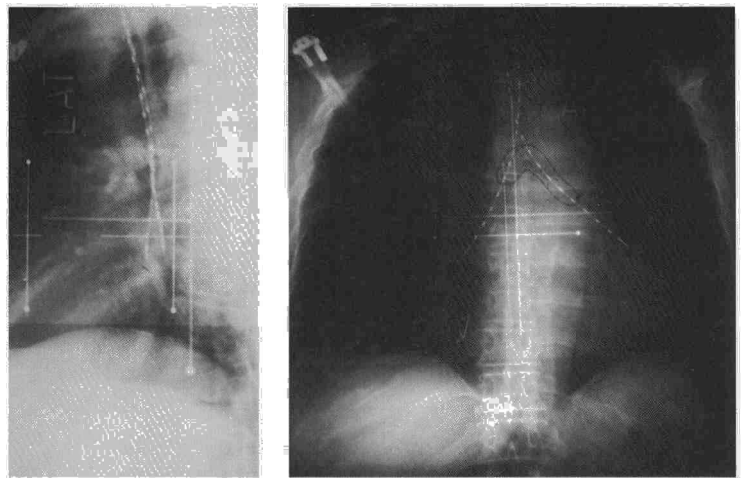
Radiografías de tórax que confirman el emplazamiento de los catéteres.
